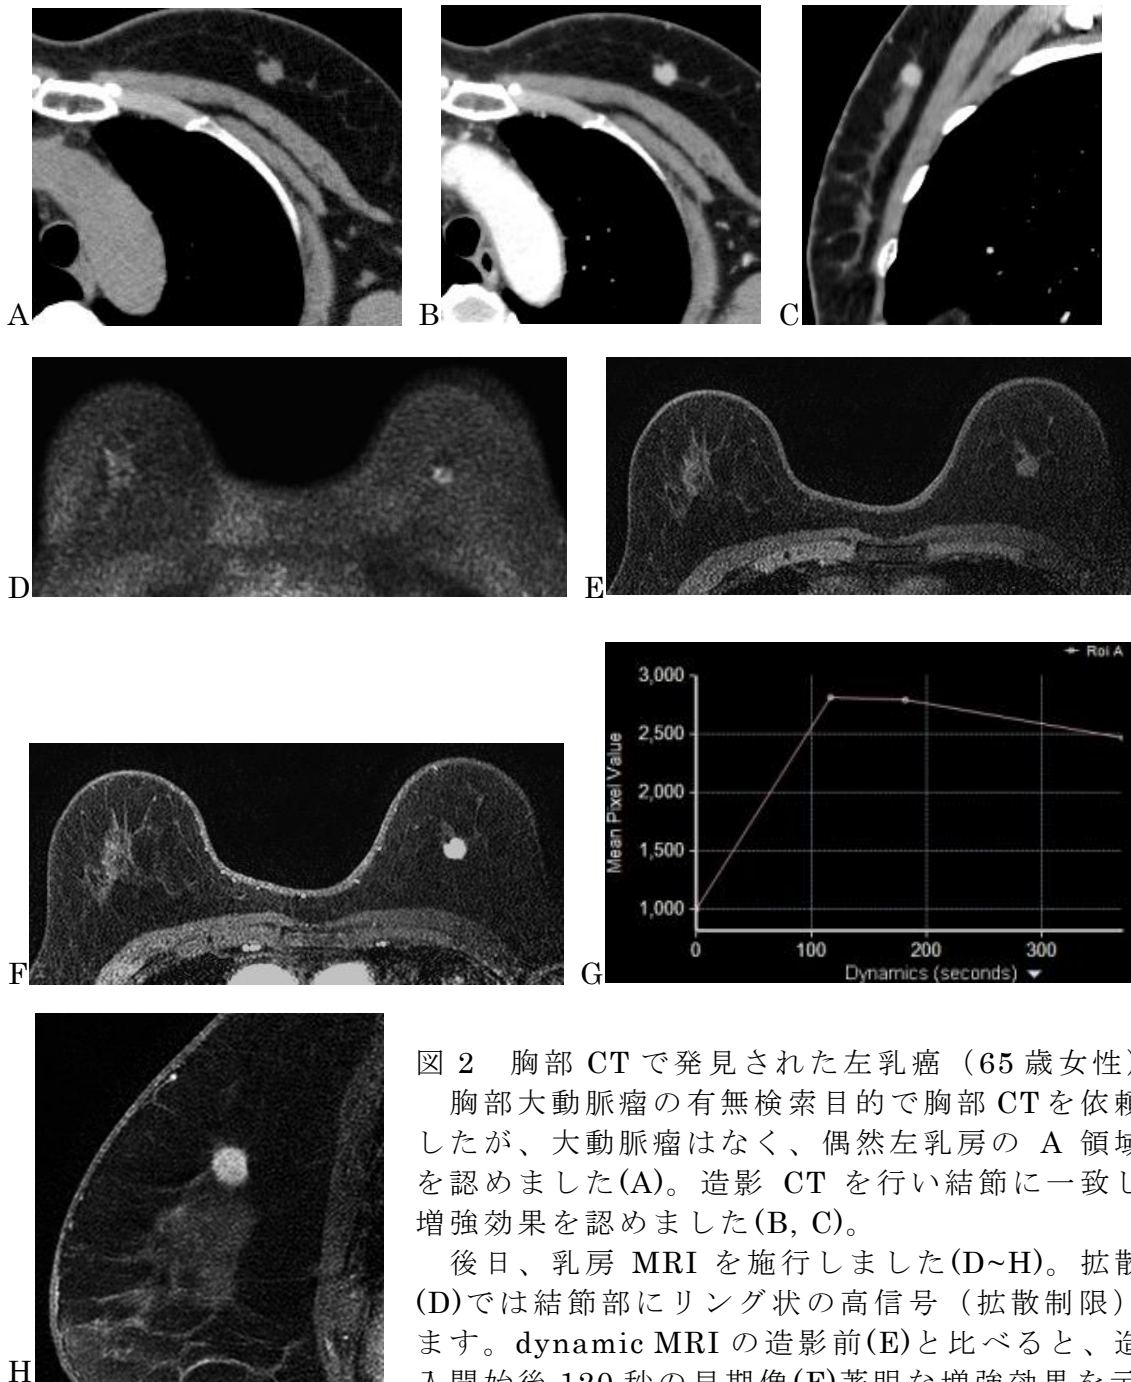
胸部 CT で発見された左乳癌（65 歳女性）
